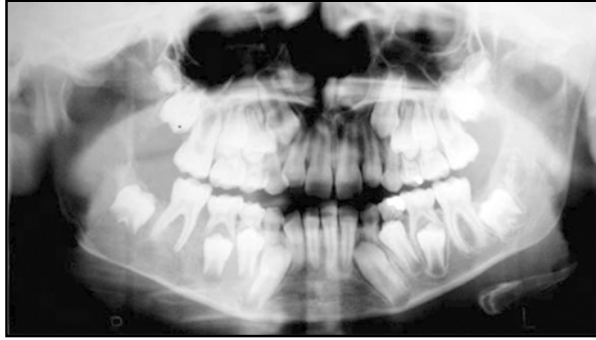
Ortopantomografía: nótese extensa lesión radiolúcida de límites infiltrados en cuerpo y rama mandibular derecha.
